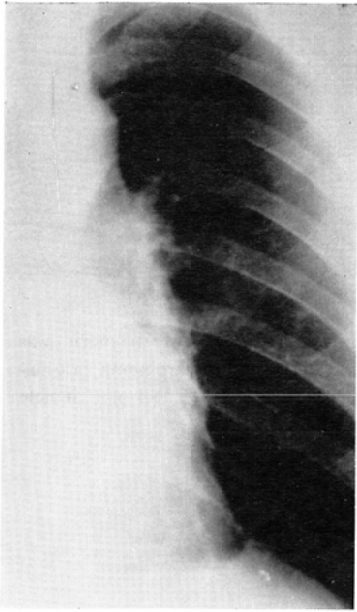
Chest X-ray film shows flame like shadow on the left hilum, but tumor shadow is obscured.
